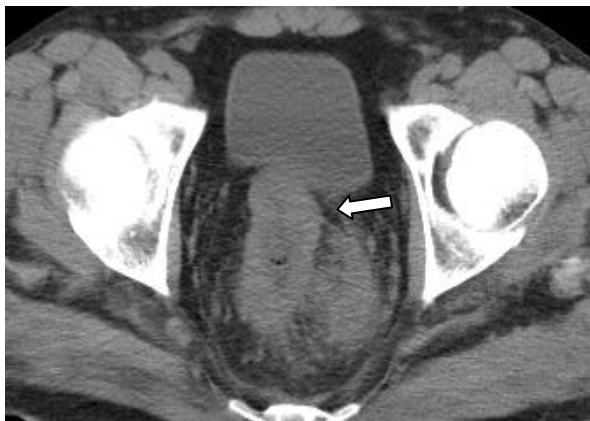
СКТ хворого М., 62 роки, до НХПТ. Середньоампулярний відділ прямої кишки. Поширеність пухлинного процесу Т₄.
